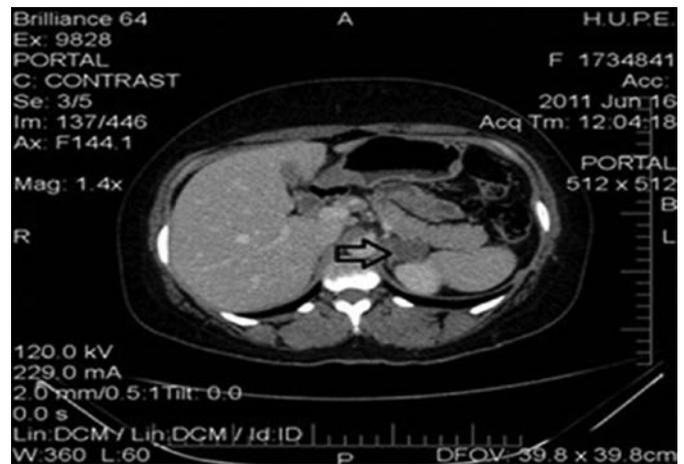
Tomografia de abdômen, vista em corte transverso, mostrando imagem sugestiva de adenoma em adrenal esquerda (seta).
